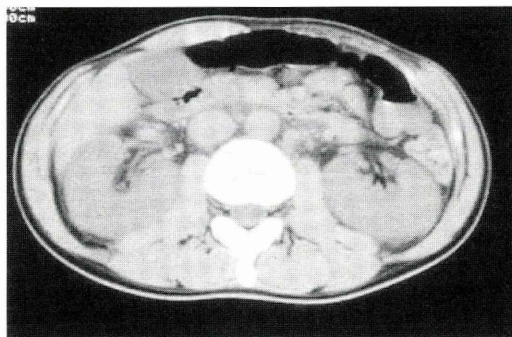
入院時腹部CT検査：両側腎臓の著明な腫大, 周囲が蠟立ち様浮腫性変化を認める。
